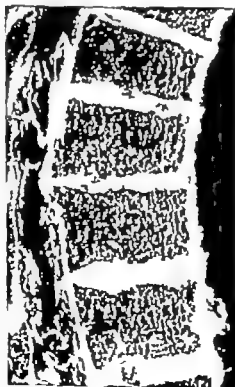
(Röntgenaufnahme einer horizontal aus der Wirbelsäule heraus gegängten Zwischenwirbelscheibe mit dem angrenzenden Wirbelkörpergrund und -deckplatten.) Vollständige Verdickung des Gallertknorpelbastes mit kleinen Avulsionsrissen nach hinten und einem in den Wirbelkanal vorgefallenen, verkalkten „Gallertkernprolaps“ (vercalcitetes hinteres Schmorl'sches Knötchen).
